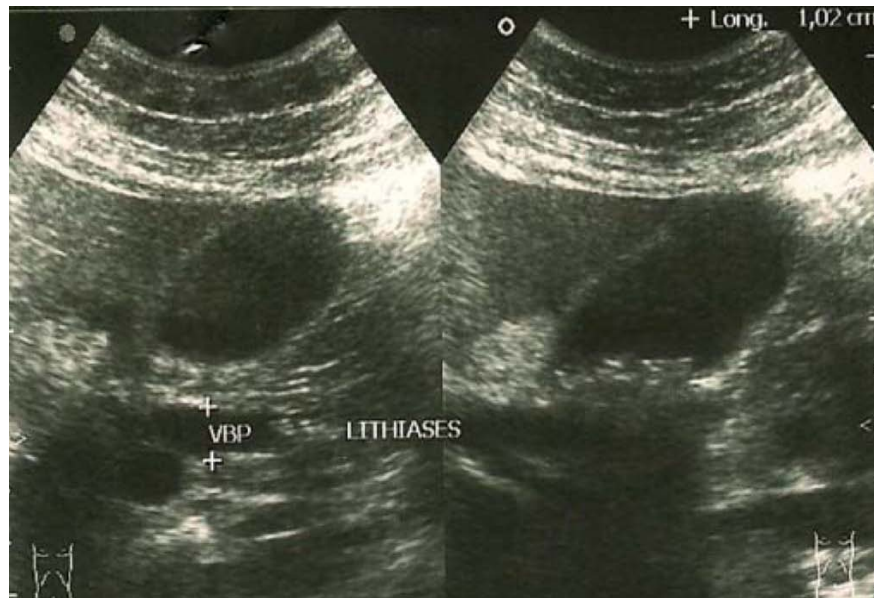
Image échographique d'une lithiasie du bas du cholédoque avec une vésicule biliaire multi-lithiasique.
